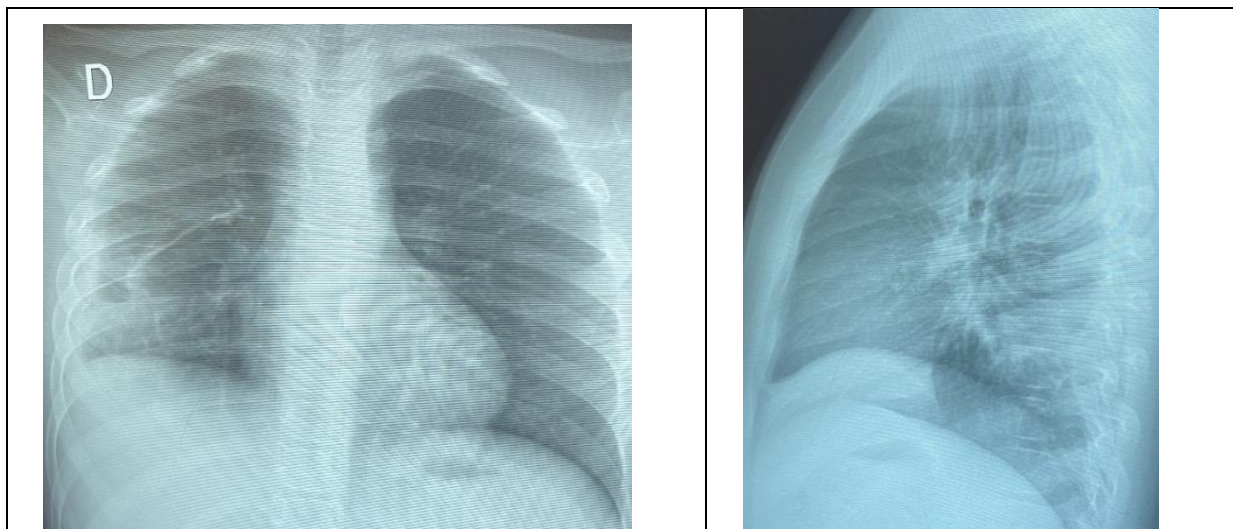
Radiografia toracica în dinamică la copil cu pneumonie, complicații pleuro-pulmonare
